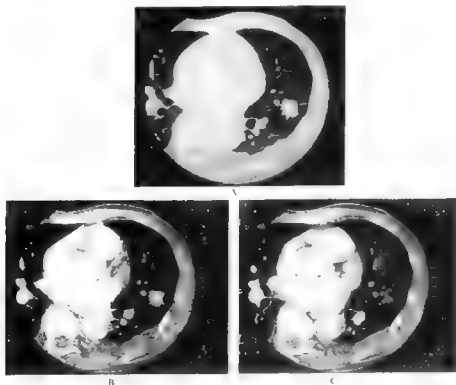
毛刺征[胸部CT增强扫描(高分辨率肺窗及纵隔窗)]
